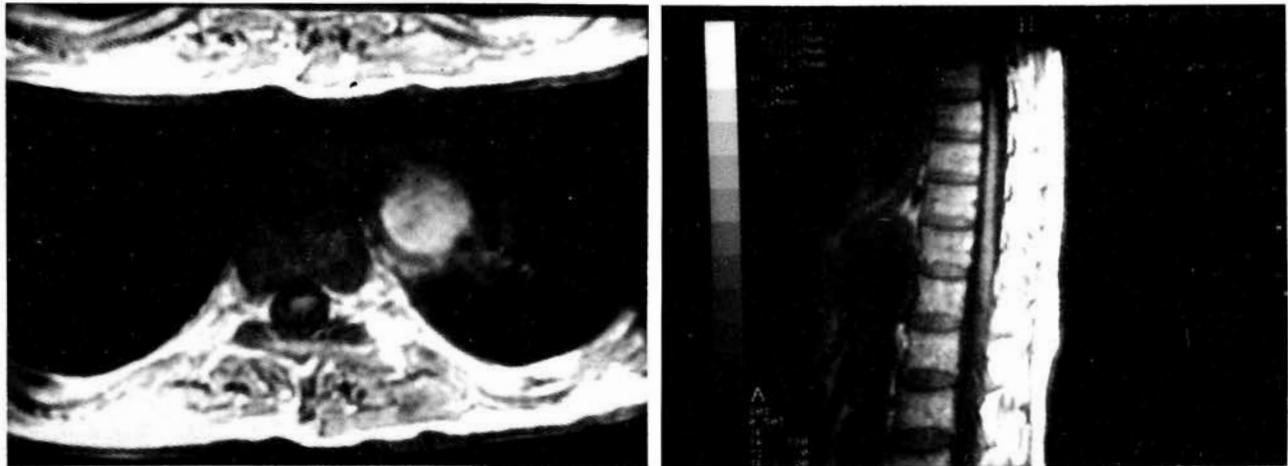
RM:a) Corte transversal apreciándose detalle de aneurisma aórtico.
